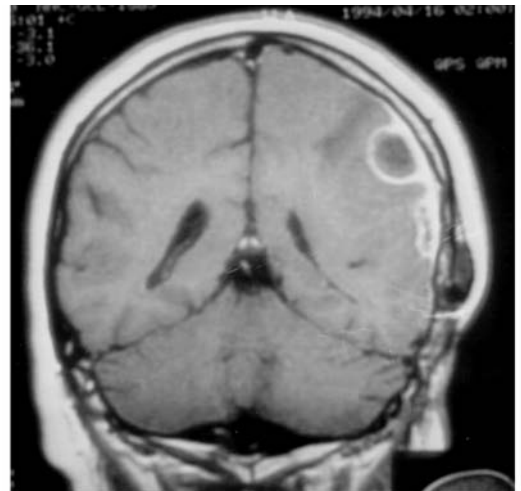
RM. Absceso subdural otógeno.
